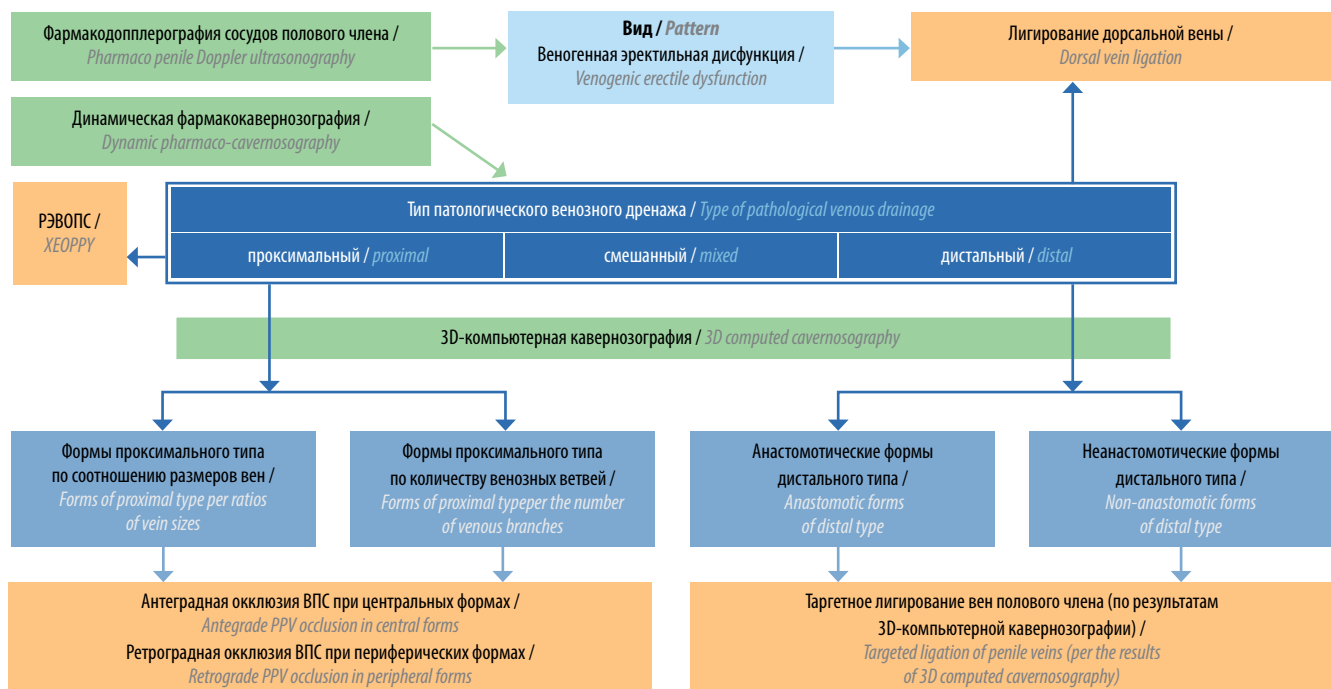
Нозологическая концепция веноэректильной дисфункции (вид – тип – форма). Зеленым цветом выделены ключевые диагностические методы, оранжевым – основные альтернативные эндофаллопротезированию методы оперативного лечения, синим – нозологические вид, типы и формы веноэректильной дисфункции. РЭВОПС – рентгенэндоваскулярная окклюзия вен перипростатического сплетения; ВПС – вены простатического сплетения
